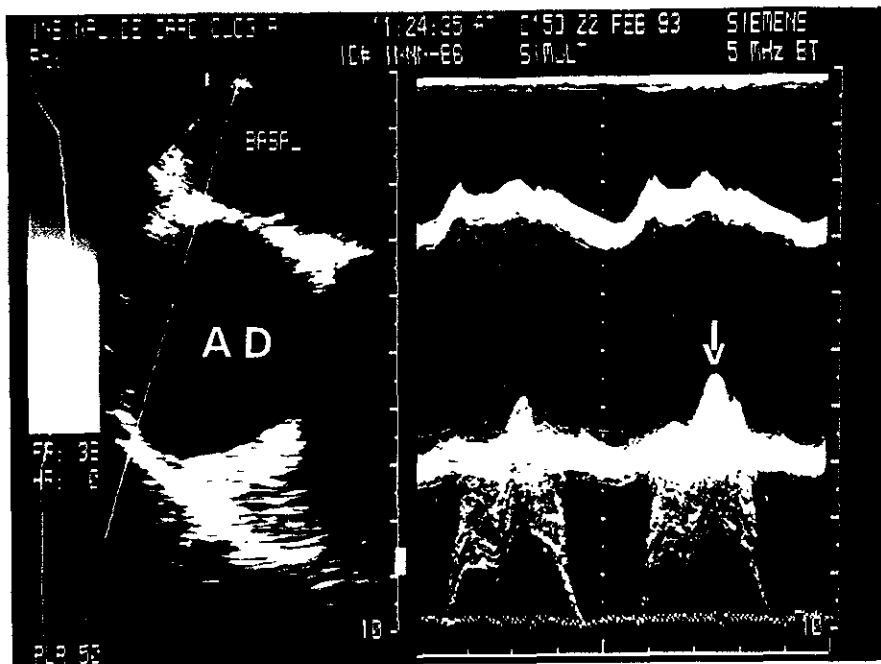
Ecocardiografía Transesofágica en el plano transverso a nivel auricular. Se observa amplio movimiento de la pared lateral de la AD (flecha) AD=Aurícula derecha.
